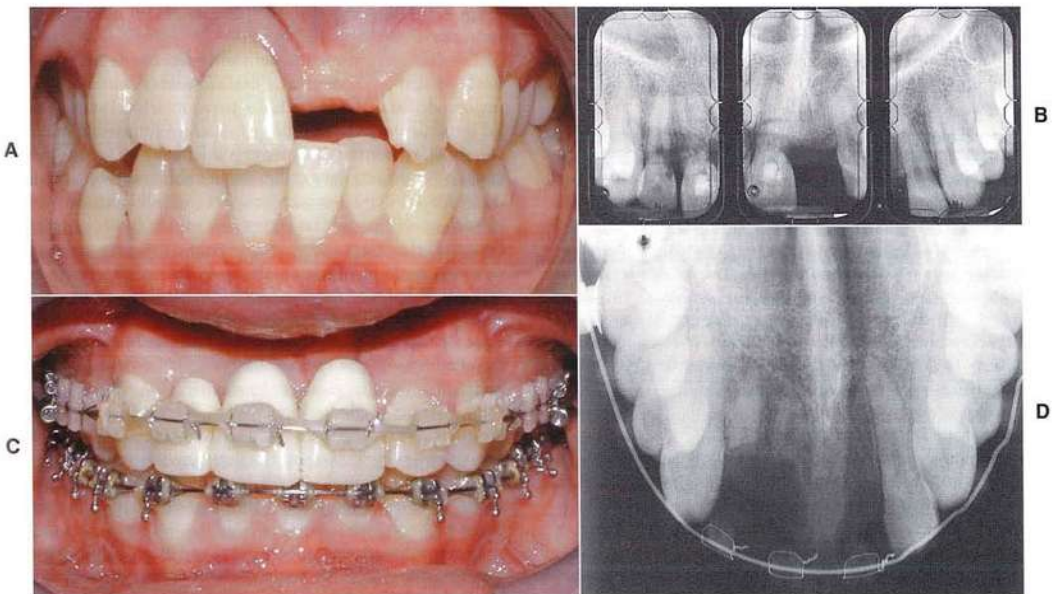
A este paciente se le enterraron las raíces para retener el hueso alveolar anterior superior. A, El incisivo central izquierdo superior estaba seriamente afectado. B, Las radiografías superiores muestran resorción grave de las raíces de los incisivos laterales y central derecho superiores. En lugar de extraer estos dientes, se descoronaron (se quitaron las coronas y las raíces se cubrieron con tejido blando) para mantener el reborde. C, Los póncticos están colocados durante el tratamiento de ortodondia para controlar el espacio y la estética, mientras que (D) las raíces mantienen el reborde tal y como se ve en la radiografía.
